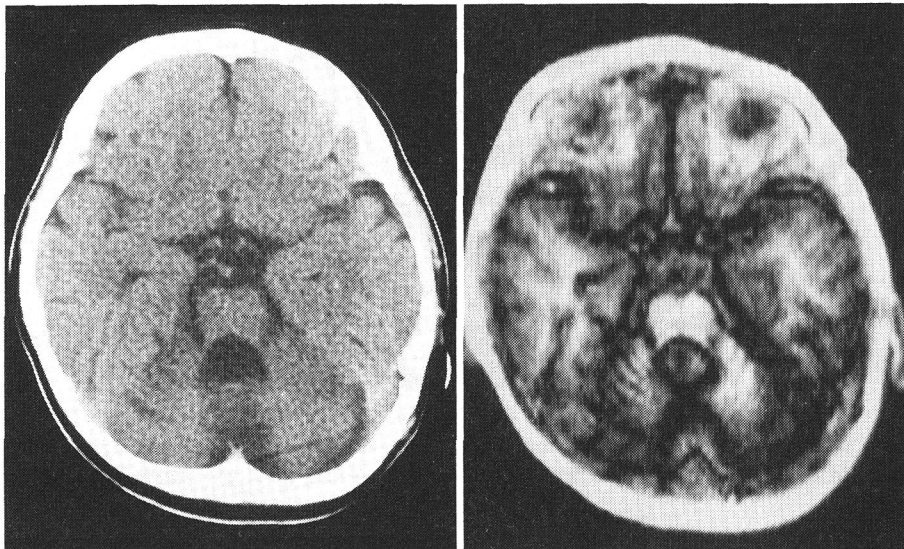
頭部CT並びに頭部MRI(T2強調横断像)
